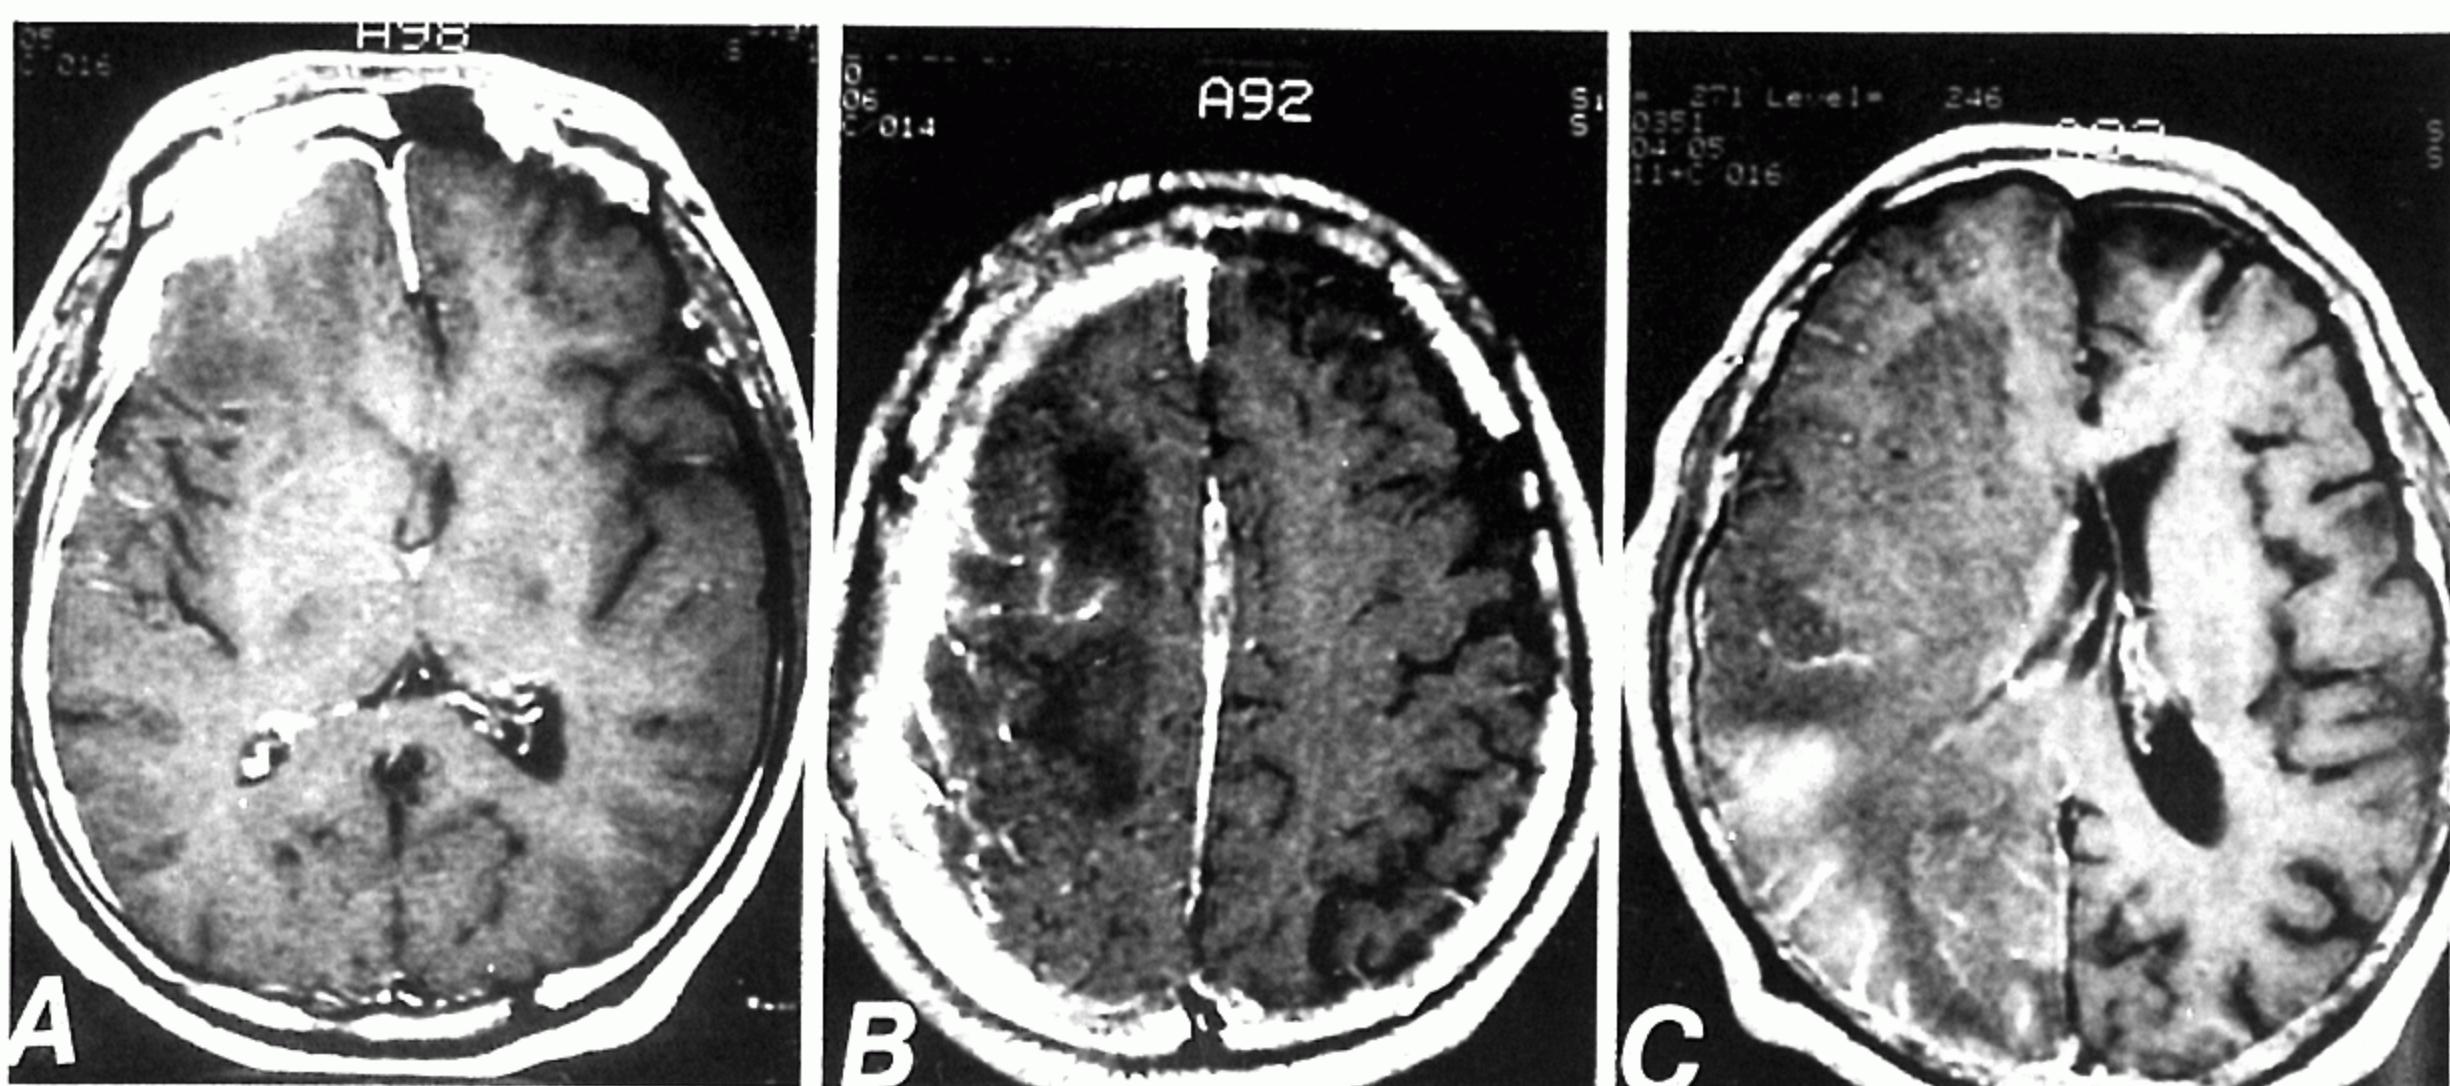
Patient 1. Axial contrast enhanced T1 weighted MR images (A) markedly enhanced thickened meninges over right hemisphere, especially frontal area and low signal intensity at right frontal cortical and subcortical area (B) irregularly enhanced thickening of meninges over right hemisphere and diffuse low signal intensity on right subcortical area (C) improved meningeal thickening and diffuse low signal intensity on right hemisphere with cortical enhancement
